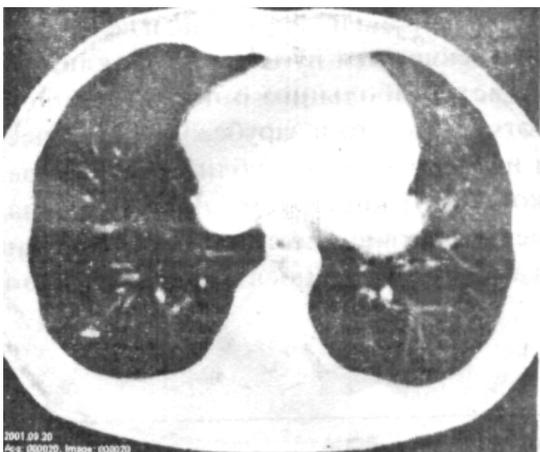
Компьютерная томограмма при эхинококкозе сердца. Определяется необычная деформации контуров сердца.
